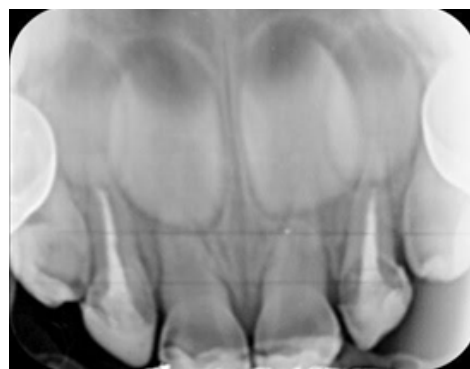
Radiografía oclusal superior final en la cual se observan tratamientos endodóncicos obturados y adaptación de restauraciones.
